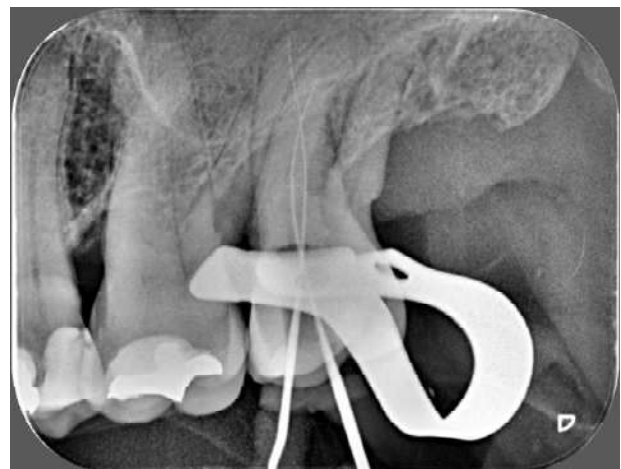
Determinação do Comprimento de Trabalho (CT)
